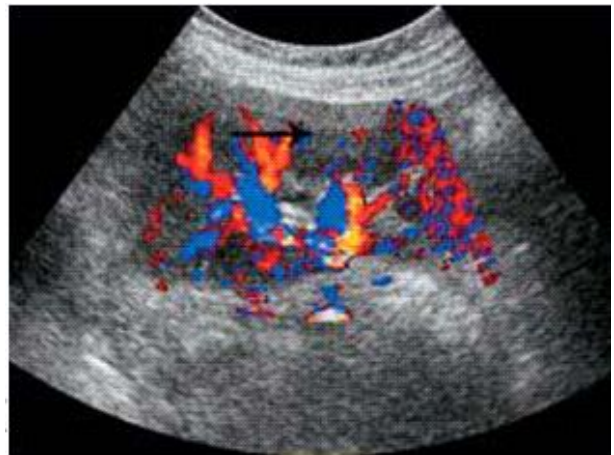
Aspect échographique (mode B et doppler couleur) d'une pyélonéphrite aiguë typique. Zone focale hypo-échogène avasculaire en Doppler couleur. [40]
